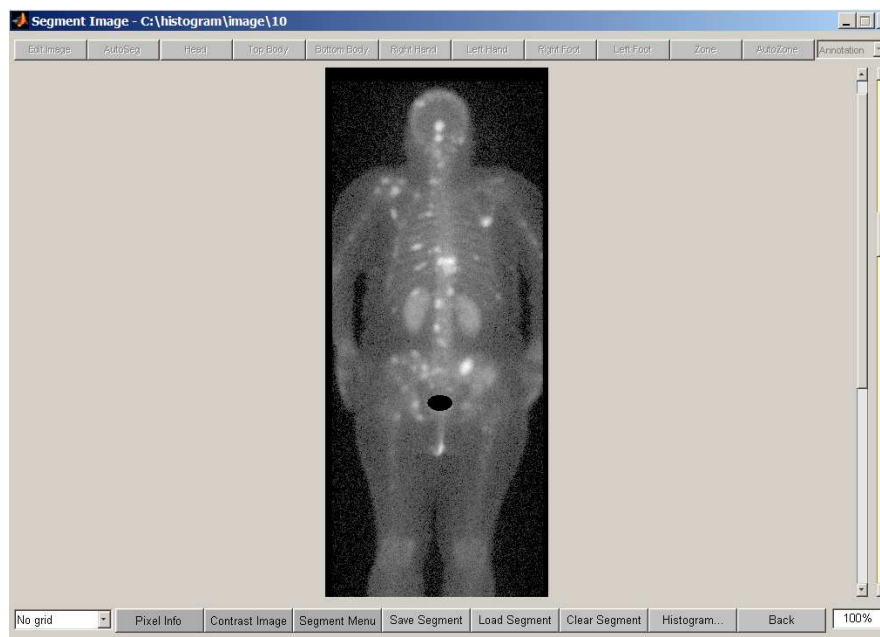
Графический интерфейс модуля сегментации файла томограммы
